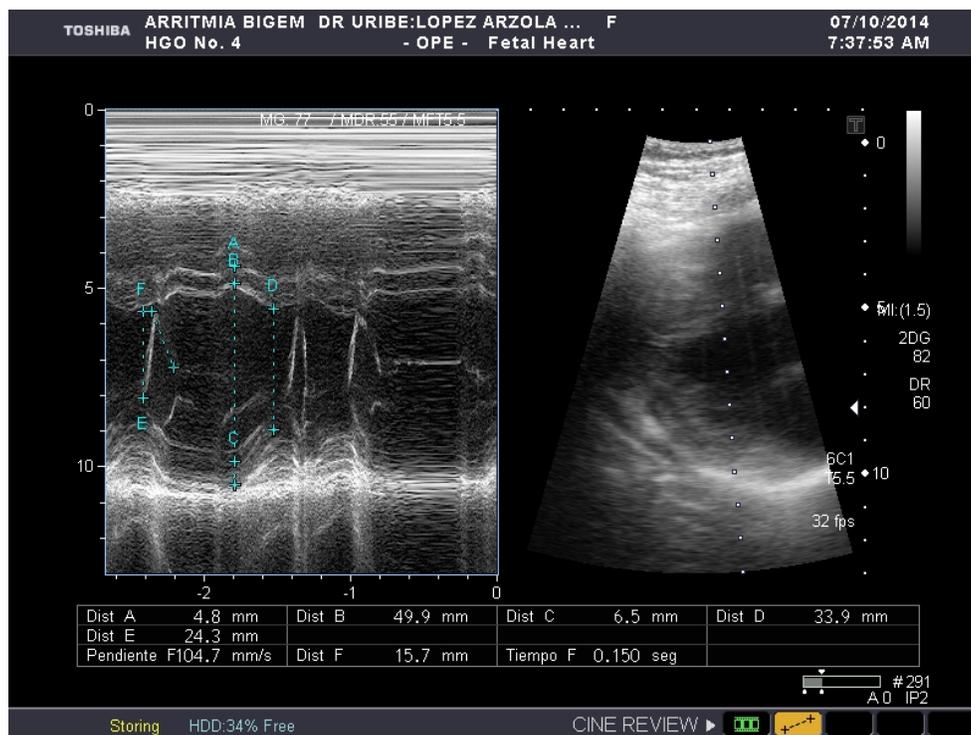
Ecocardiograma materno que muestra arritmia cardiaca con bigeminismo
